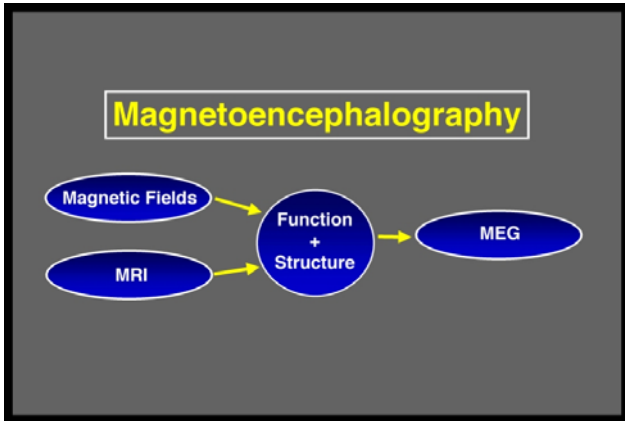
MEG combines functional information from magnetic field recordings with structural information from MRI.
